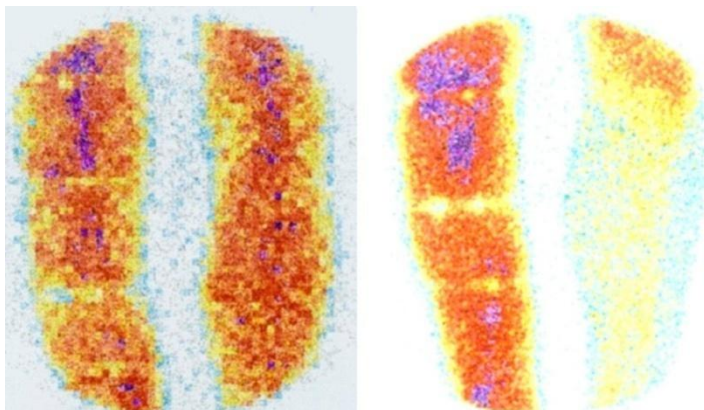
Ангиосцинтиграмма (слева) и остеосцинтиграмма (справа) при переломе голени (фиксация 14 дней)
